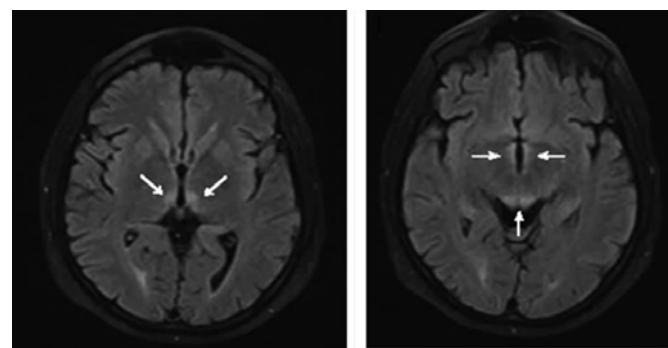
头部MRI平扫可见丘脑、第三脑室和中脑导水管周围对称T2WI像高信号
